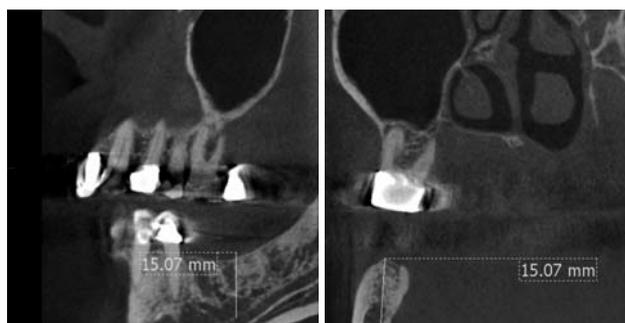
Abbildung des Canalis mandibulae in der Volumentomografie bei derselben Patientin wie in Abbildung 1.
